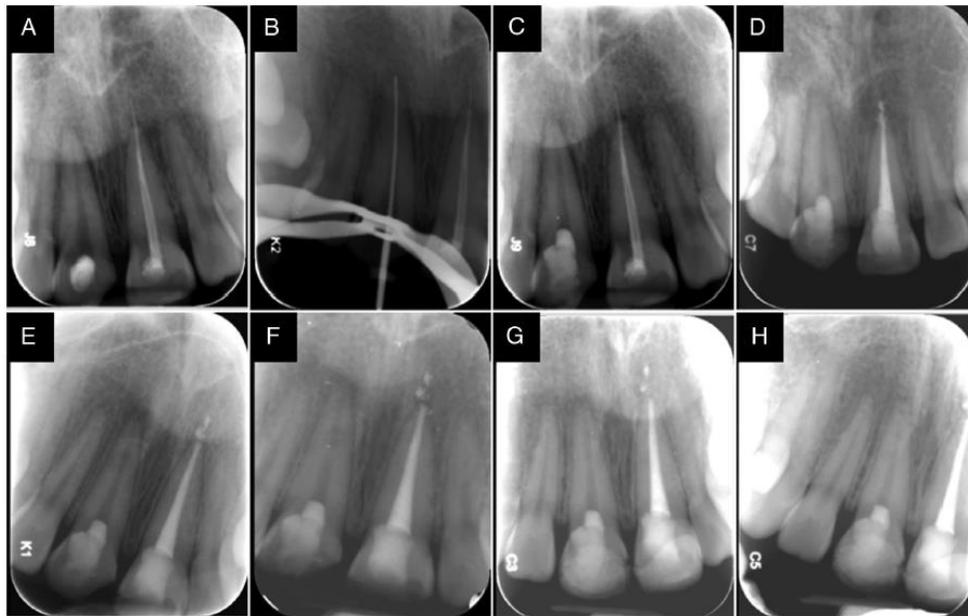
Radiografía inicial (A), longitud real (B), radiografía final (C) y radiografías de seguimiento a las 2 semanas (D), 1 mes (E), 2 meses (F), 15 meses (G) y 22 meses (H) de un OD 11.⁽²⁹⁾
